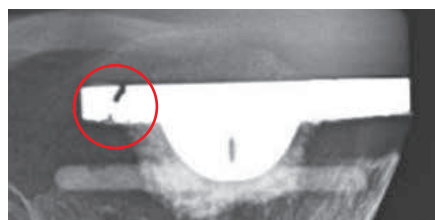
Röntgenbild av figur 3a
